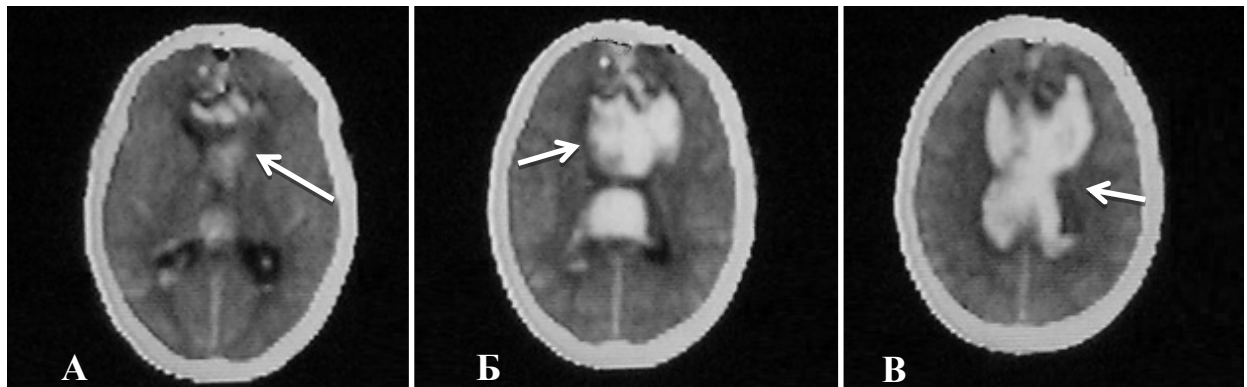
Спостереження №69. КТ головного мозку хворої К-ба, 47 років, історія хвороби №143464. Перші години після крововиливу внаслідок розриву аневризми сегменту А3 ПМА. Визначається перенхіматозно-вентрикулярний крововилив, 12 балів за шкалою Graeb. Аксіальні томограми А, Б, В — з кроком зрізу 2 сантиметри. Стрілками позначений крововилив в шлуночки мозку.
